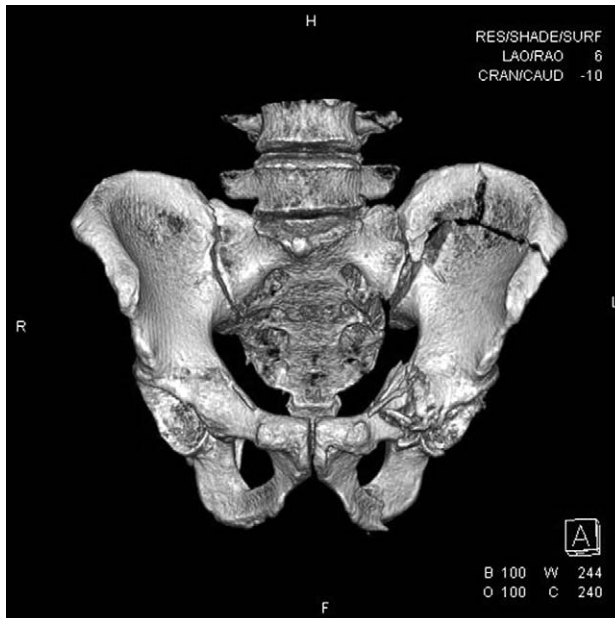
Pelvis 3D CT show the comminuted fractures of left pelvic wing, anterior column of left acetabulum, superior and inferior pubic rami.
